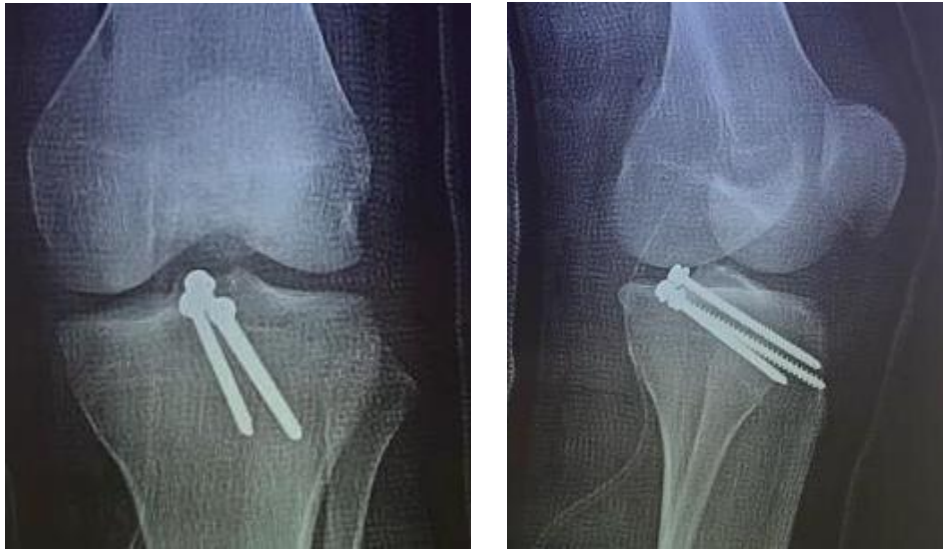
Radiographie standard de contrôle du genou de face et de profil du vissage direct del'épine tibiale postérieur par trois vis spongieuses du patient de la figure 11
